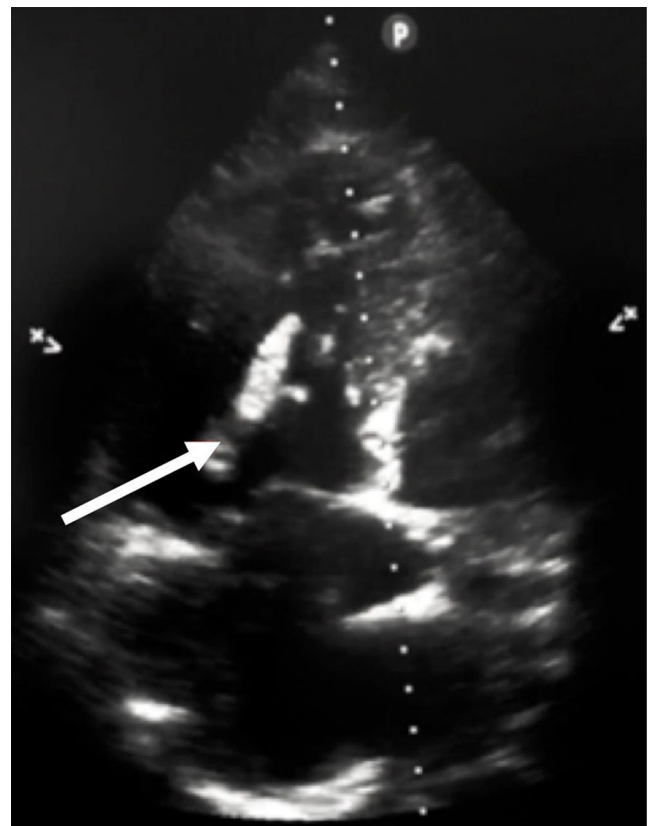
Image échocardiographique en coupe apicale 4 cavités réalisée précocement à l'arrivée du patient mettant en évidence une dilatation des cavités droites. La flèche blanche indique un thrombus intracavitaire dans le ventricule droit
